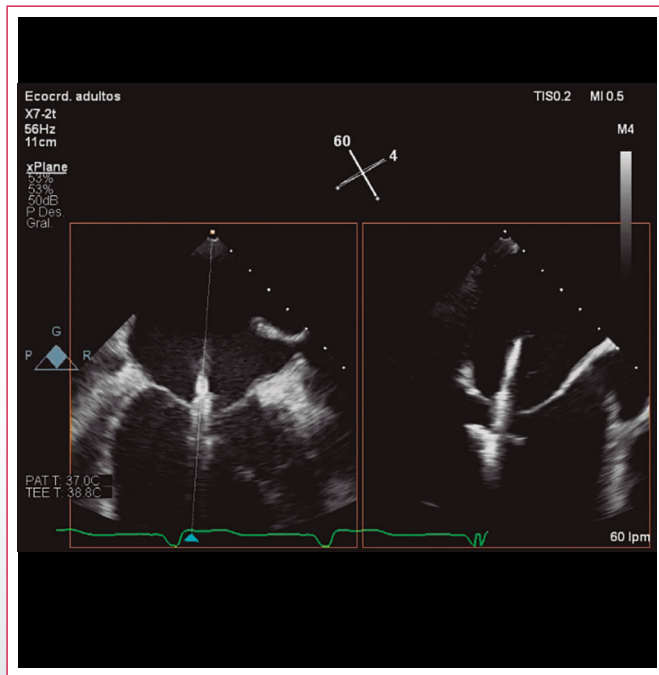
ETE en diferentes pasos durante la reparación mitral borde-a-borde percutánea. La punción transeptal ha de realizarse a una altura y posición específica para alinear el dispositivo en la aurícula izquierda (*panel superior izquierdo*). Una vez el dispositivo se ha alineado y desplegado, se debe comprobar la perpendicularidad del mismo respecto de la línea de coaptación. En este paso resulta de gran ayuda la ecografía tridimensional (*panel superior central*). Se han de realizar pruebas de trayectorias al cruzar el dispositivo desde la aurícula al ventrículo comprobando que baja coaxial y a la altura del principal *jet* de regurgitación (*paneles superior derecho e inferior izquierdo*). Tras el *grasping* (véase el Video 6), se ha de comprobar la calidad del mismo. Además de repasar en dos dimensiones la posición del velo y su fijación por el dispositivo, la ecografía tridimensional permite apreciar la configuración en pirámides de los velos mitrales. Unos vértices anchos junto al dispositivo son signo de un correcto pinzamiento (*panel inferior central*). Antes de la liberación ha de comprobarse la existencia de regurgitación residual, su gravedad y el incremento de gradiente transmitral, debiéndose ser éste menor de 5 mmHg (*panel inferior derecho*)
